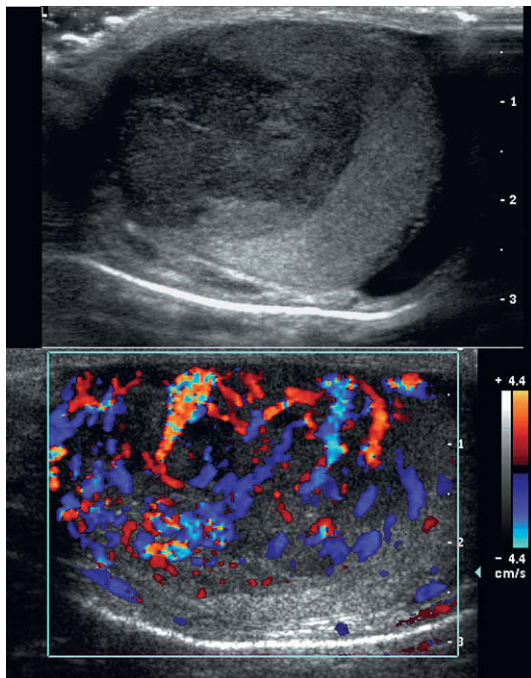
Proyecciones longitudinales de un testículo valorado con motivo de una masa palpable. La masa hipoeicoica irregular de gran tamaño ocupa la mayor parte del testículo. La imagen con Doppler color muestra una importante hiperemia en toda esta masa de gran tamaño. Obsérvese la arquitectura vascular distorsionada que indica la neovascularización tumoral.
